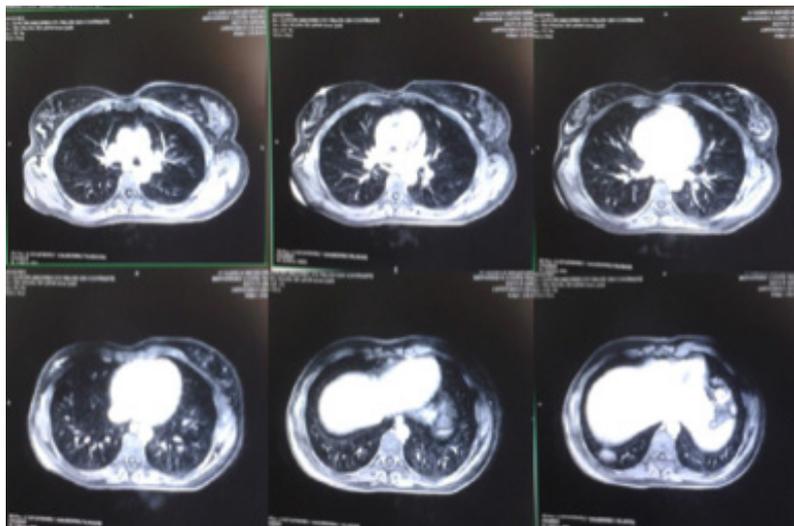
RM toraco-abdomino-pélvica: No se identifican nódulos subpleurales que orienten a la presencia de implantes ectópicos de tejidos endometriales.
